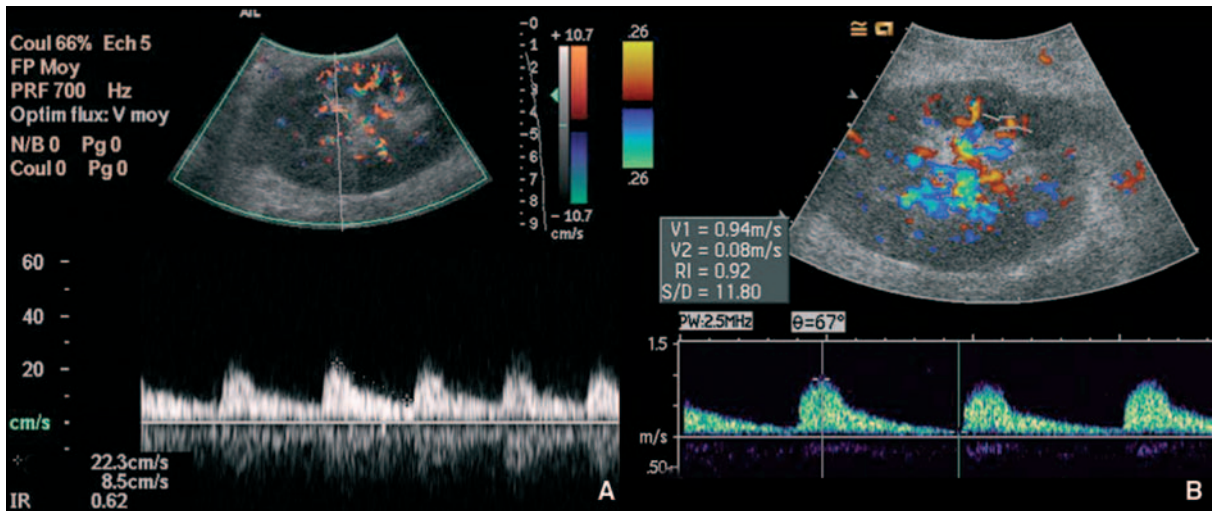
Échographie en mode doppler d'un greffon rénal chez le même patient que sur la figure 64.
